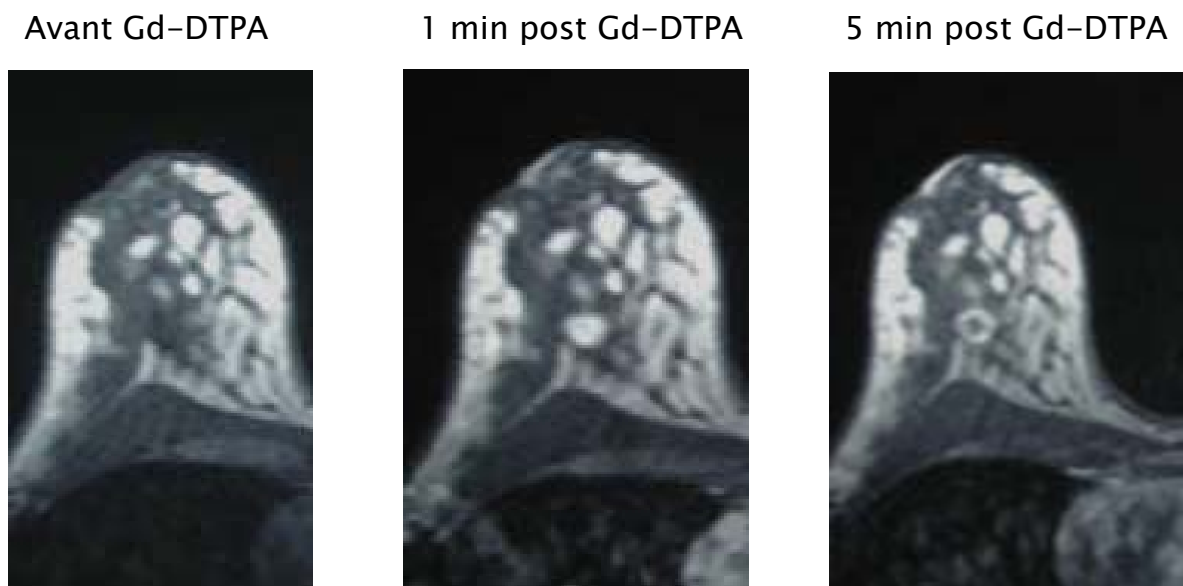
Prise de contraste rapide et importante d'une lésion tumorale maligne sur un examen D'IRM mammaire.
